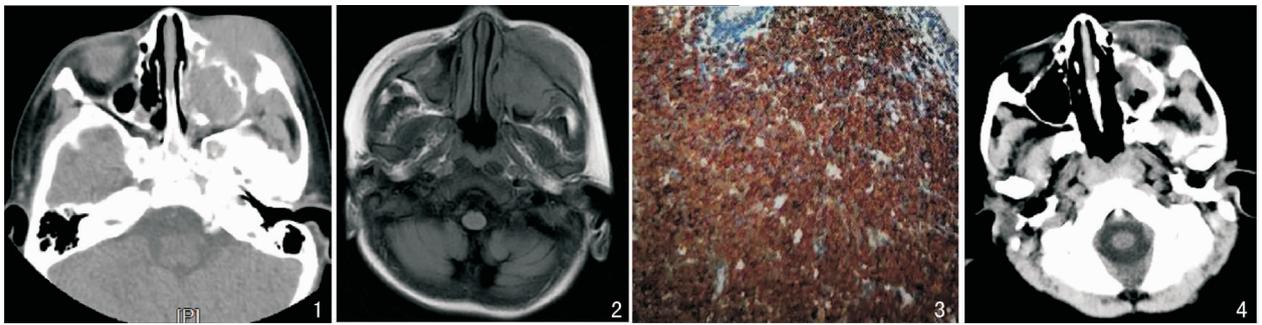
术前鼻窦CT显示左侧上颌窦区软组织肿块伴窦壁骨质破坏 图2 术前鼻窦MRI显示左侧上颌窦及颌面部团块影伴左上颌窦前壁骨质破坏 图3 术后病检图(免疫组化×200) 图4 术后2个月复查鼻窦CT提示左侧上颌窦占位较前缩小
